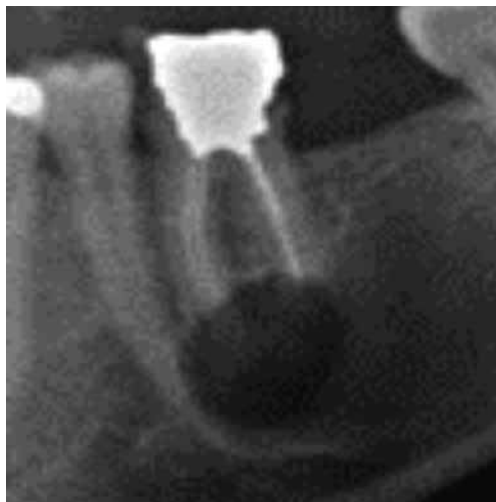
Radiovisiografía post con proceso periapical.
